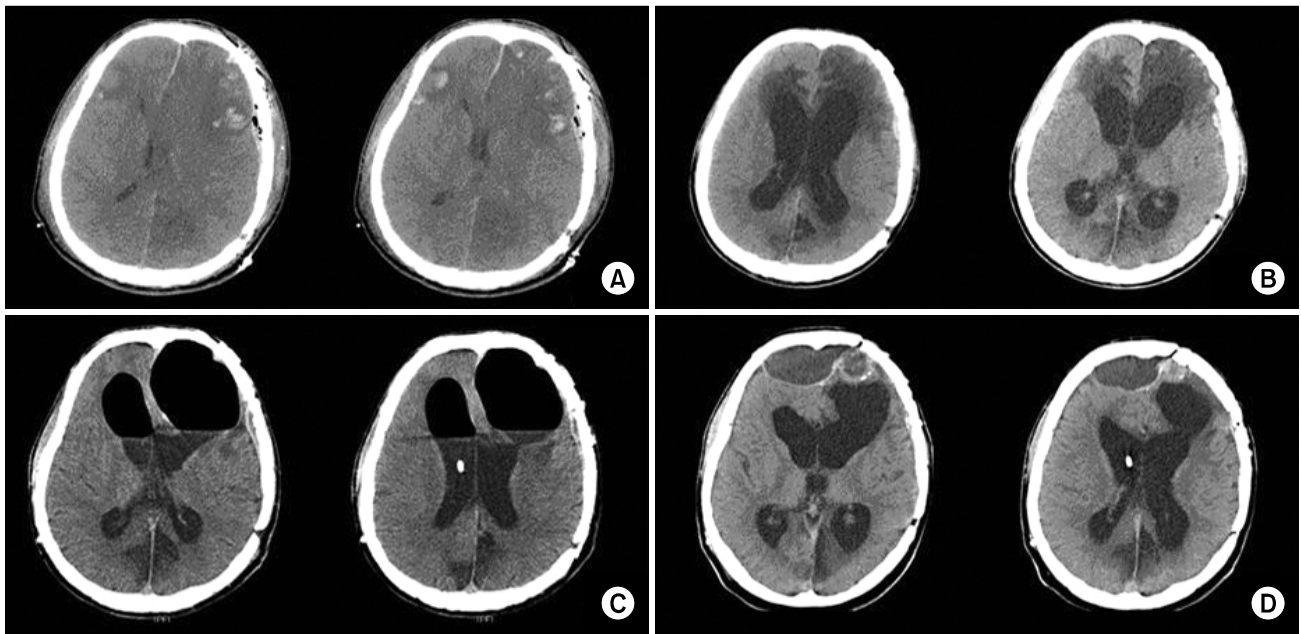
Serial changes of brain CT (A) Initial brain CT after traumatic accident showed multiple hemorrhage. (B) Brain CT at 2 months after first surgery showed hydrocephalus. (C) Brain CT at 6 months after first surgery showed pneumohydrocephalus. (D) Brain CT at 2 months after second surgery showed substantial resolution of pneumohydrocephalus.
